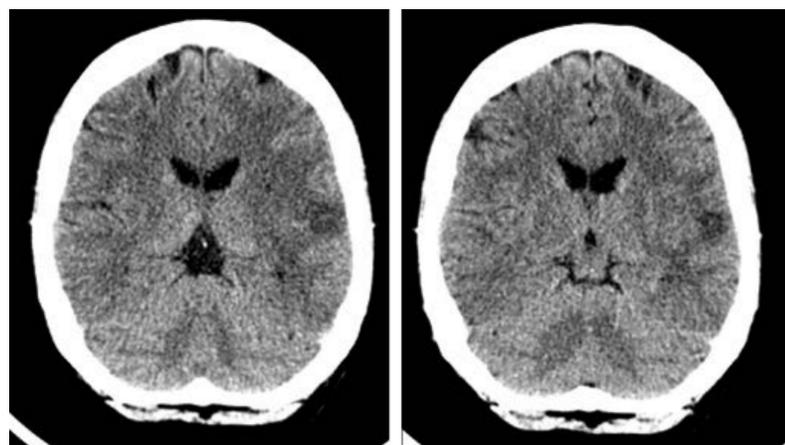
TAC de cráneo sin contraste intravenoso realizado al alta de la UCI (día 17) en el que se aprecia un área de hipodensidad en región parietal izquierda, cortical, en relación con lesión isquémica establecida en dicha región y material de embolización en el territorio de arteria comunicante anterior.
